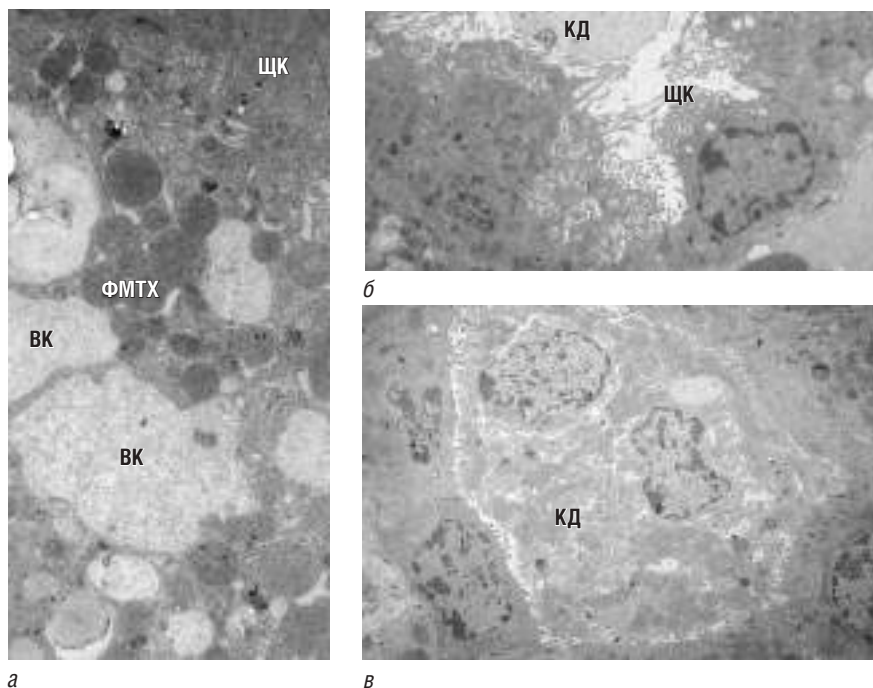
Ультратонкий срез почечной ткани. Контрастирование в спиртовом растворе ацетата уранила и водном растворе цитрата свинца. Состояние после 90-минутной ишемии и 60-минутной реперфузии: *а* — вакуолизация цитоплазмы и фрагментация митохондрий клеток проксимального канальца ($\times 500\ 000$); *б* — клеточный детрит в просвете проксимального канальца ($\times 100\ 000$); *в* — клеточный детрит в просвете дистального канальца с его полной обструкцией ($\times 100\ 000$). ВК — вакуоли; ЩК — щеточная кайма; ФМТХ — фрагментированные митохондрии; КД — клеточный детрит
